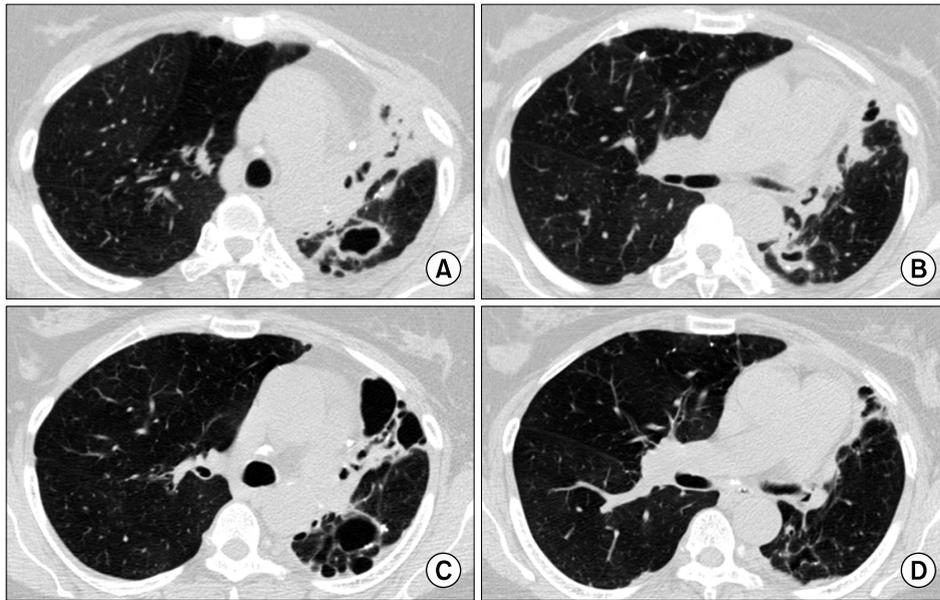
A 53-year-old woman with *Mycobacterium fortuitum* lung disease. Before antibiotic treatment, chest CT shows the peribronchovascular consolidation in the lingular segment of the left upper lobe and multiple cavities in the left lower lobe (A, B). After 10 months of antibiotic treatment, chest CT shows improvement of the peribronchovascular consolidation (C, D). Also note improvement of multiple cavitary lesions in the left lower lobe.
